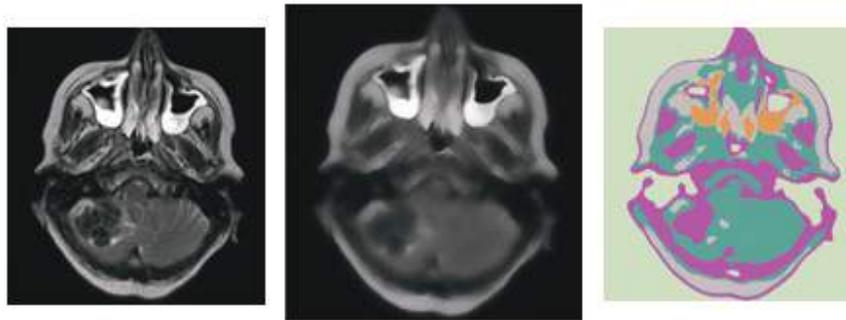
Imagen por resonancia magnética coloreada
